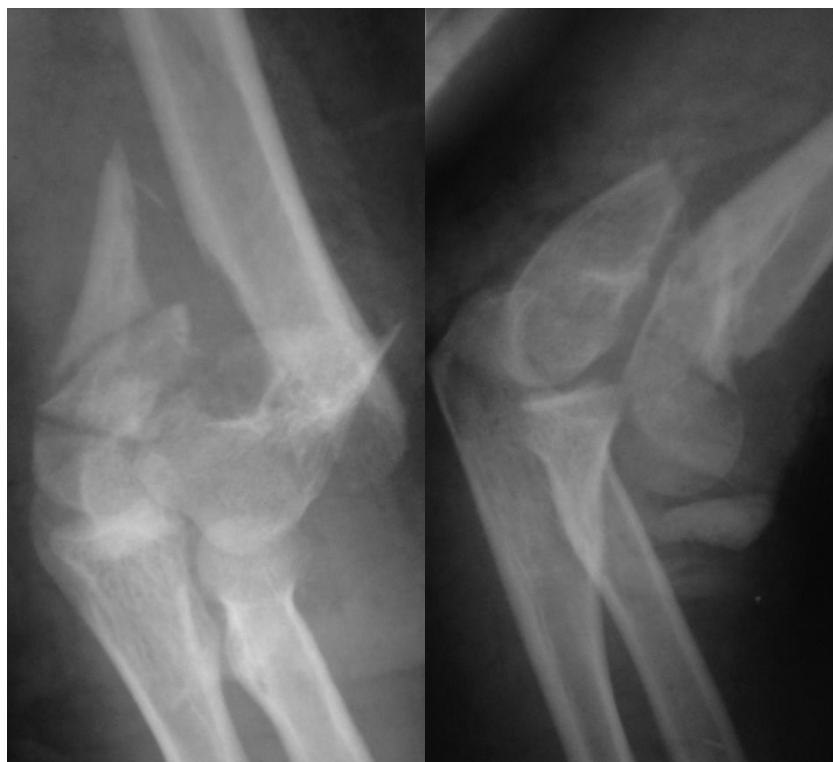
Рентгенограммы больной П. 33 лет с закрытым оскольчатым внутрисуставным переломом дистального отдела левой плечевой кости со смещением отломков (тип 13C2).
